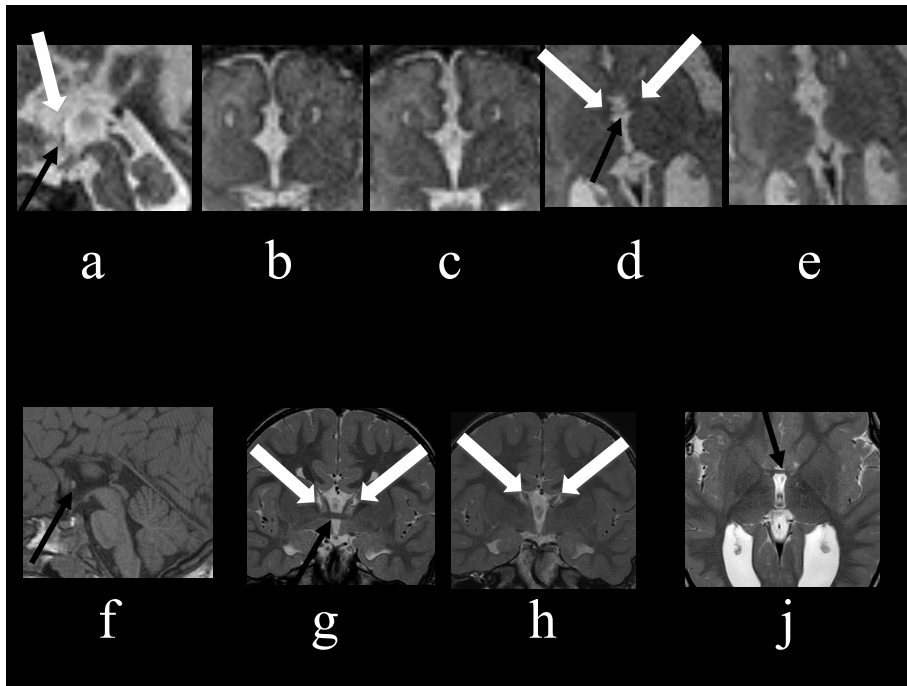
a - e) sezioni sagittale, coronale, assiale ss-FSE 3 mm di spessore, T2-weighted di un feto 30w nelle quali si evidenzia la presenza della commissura anteriore (freccia nera) ma non della commissura ippocampale (la freccia bianca mostra i fornici). f - j) sezioni sagittale T1, coronale e assiale T2-weighted dello stesso paziente in epoca post-natale che confermano i reperti pre-natali: presenza della commissura anteriore (freccia nera); la freccia bianca mostra i fornici senza alcuna connessione tra di loro a causa dell' assenza della commissura ippocampale.
